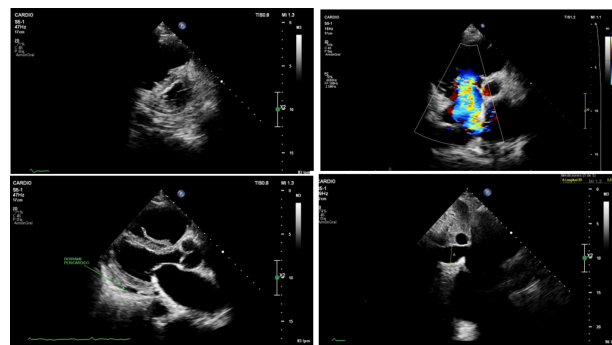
(A-D): Ecocardiograma transtorácico. A: se visualiza un índice de excentricidad VI 2,8 en sístole y de 1,4 en diástole. B: Una aurícula derecha aneurismática, que desplaza el septo interauricular hacia la izquierda. IT severa-torrencial. C: VD muy dilatado e hipertrófico. FEVD severamente deprimida. Derrame pericardio circunferencial sin datos de compromiso hemodinámico. D: Cava inferior dilatada con variaciones respirofásicas muy reducidas
